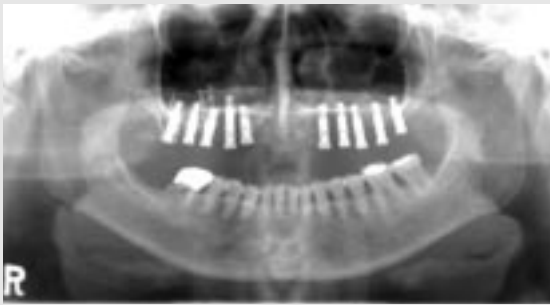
식립 후 Orthopantomograph
